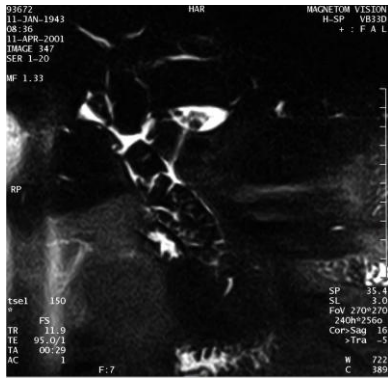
Colangiografía por resonancia magnética que muestra pancreatitis recidivada. Fue resuelta con una HYA en Y de Roux por vía laparoscópica
